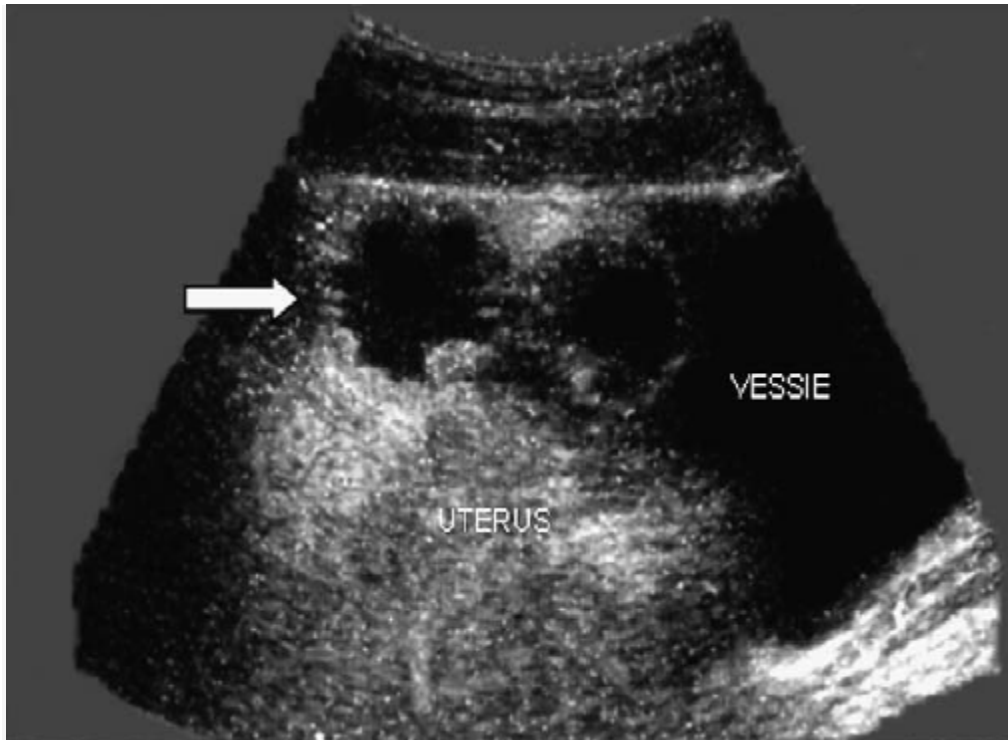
Echographie d'une patiente de 15 ans qui s'était présentée aux urgences pour des douleurs aiguës de la FID. L'échographie avait objectivé une image kystique bilobée en canon de fusil à paroi épaissies et irrégulières (flèche). L'acte chirurgical avait retrouvé une torsion de la trompe droite qui apparaissait nécrotique. Aucune formation kystique ni autre facteur favorisant n'a été retrouvé. [79]
